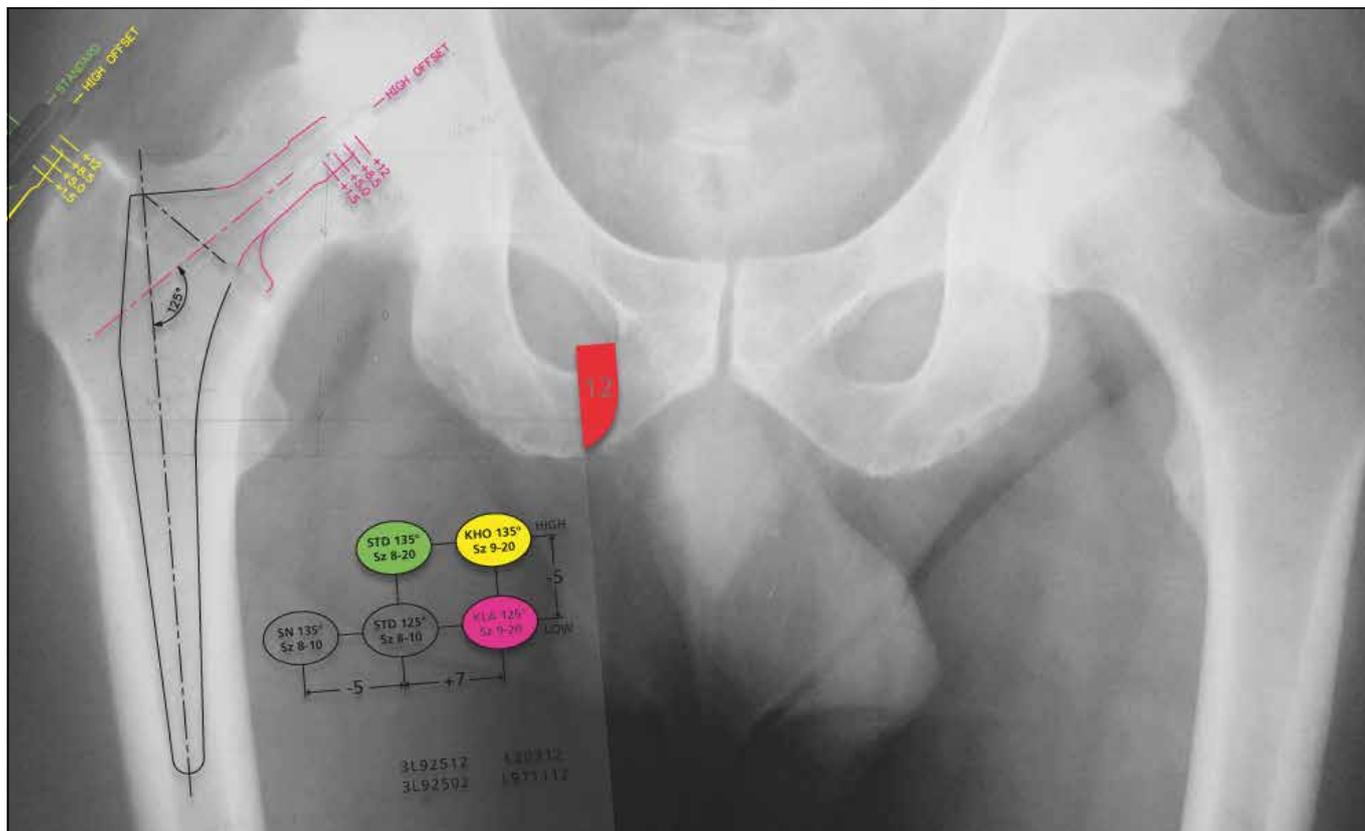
Radiografía de pelvis para el uso de plantillas.
